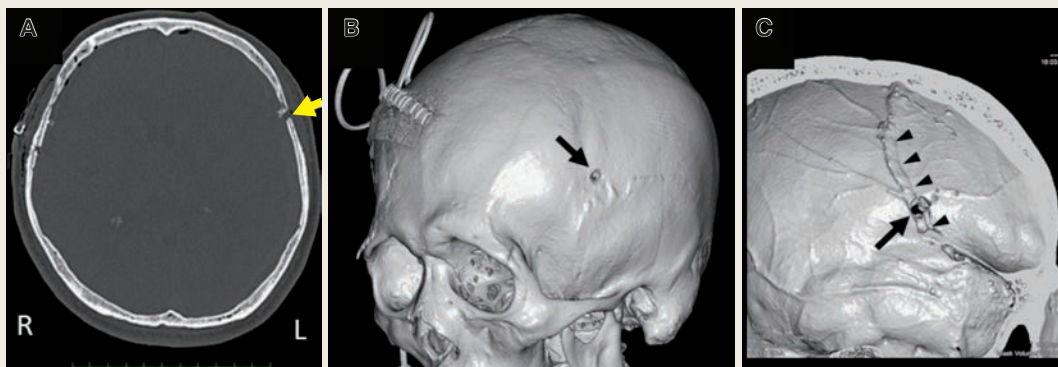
Postoperative CT bone images
